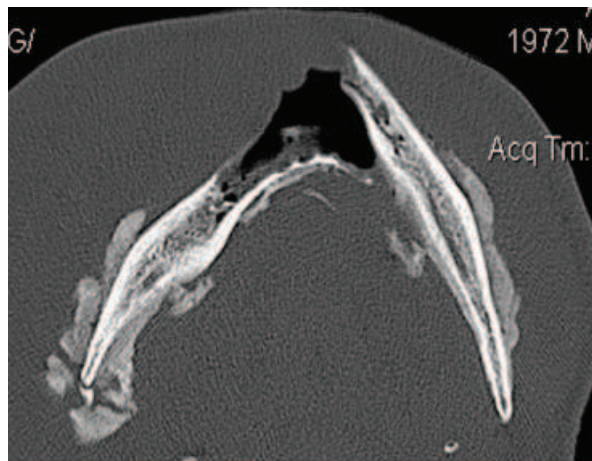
КТ больного А., 32 лет. Д-з: Диффузный остеомиелит нижней челюсти, патологический (резорбтивный) перелом нижней челюсти в области 31 и 32 зубов. Отмечаются явления линейного периостита и массивные периостальные наслоения по типу бахромчатого периостита.
